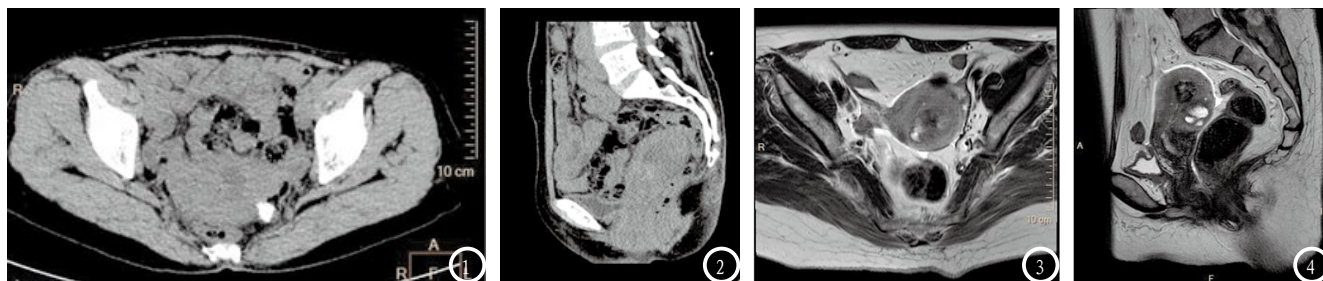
患者肿瘤累及大部分的子宫内膜表面, 淋巴结明显肿大, 经诊断为分化良好的子宫内膜腺癌。图2 子宫肌层明显变薄, 子宫腔扩大, 肿瘤对子宫腔和浆膜面造成侵犯, 经诊断为中分化子宫内膜腺癌。图3 MRI横断面T1加权上显示子宫内为低信号, 经诊断为中分化子宫内膜腺癌。图4 肿瘤在T2加权上呈高信号, 并向下延伸至宫颈, 其浸润略低。
